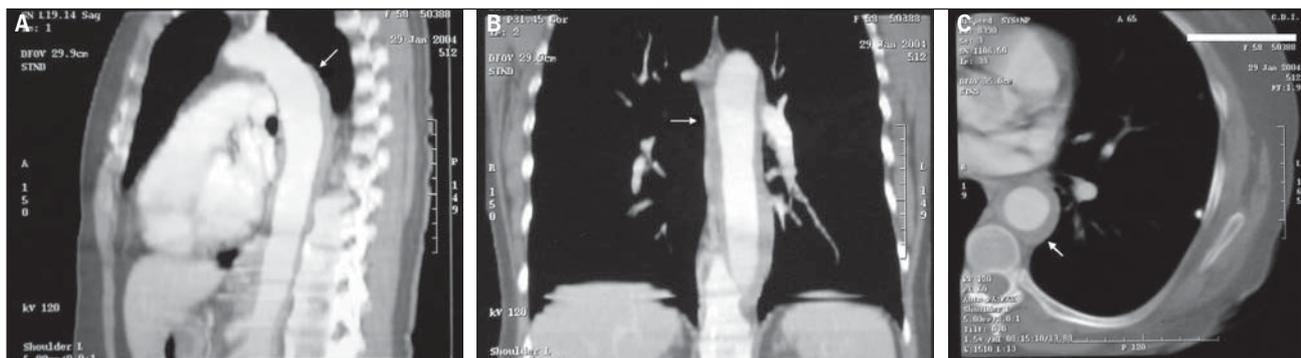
Angiotomografia computadorizada de tórax: A) corte sagital; evidencia-se hematoma intramural de aorta descendente iniciando próximo a origem da artéria subclávia esquerda (seta); B) corte coronal; extensão do hematoma intramural em toda a aorta torácica descendente (seta); C) corte transversal; espessamento de alta densidade da parede aórtica, sugerindo hematoma intramural recente (seta).
